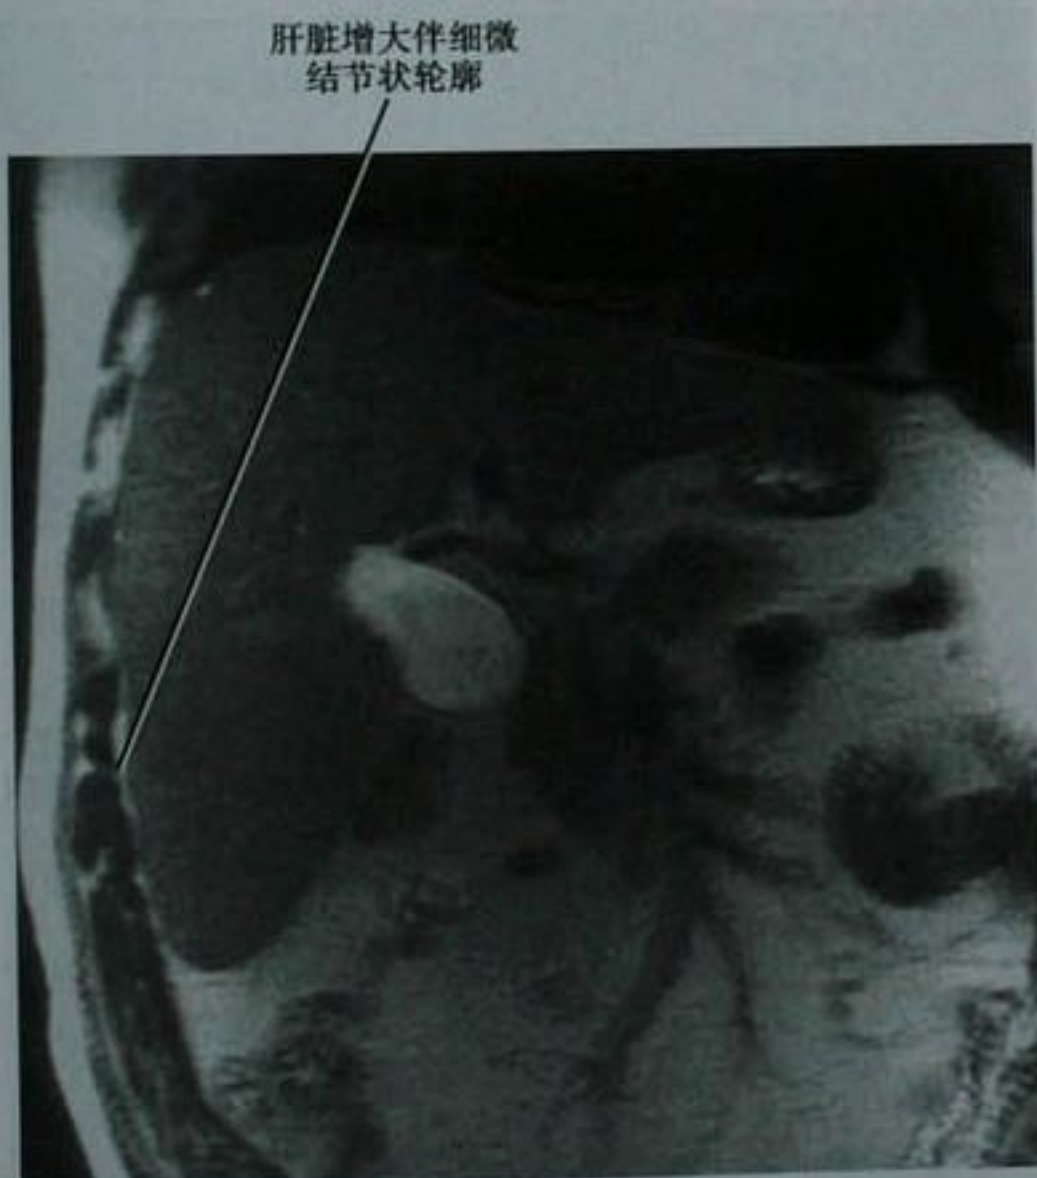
因酗酒和丙型肝炎引起肝硬化患者的冠状位 T2 加权 MRI 图像
